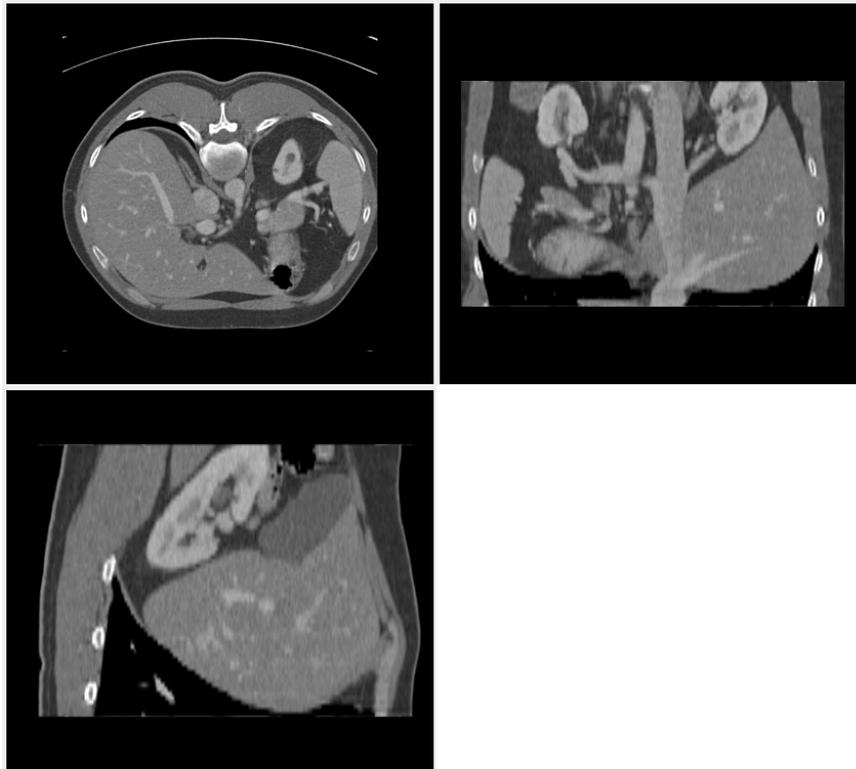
Exemplo de uma imagem de CT da região abdominal (de esquerda para direita, e de cima para baixo: vistas axial, coronal e sagital).
